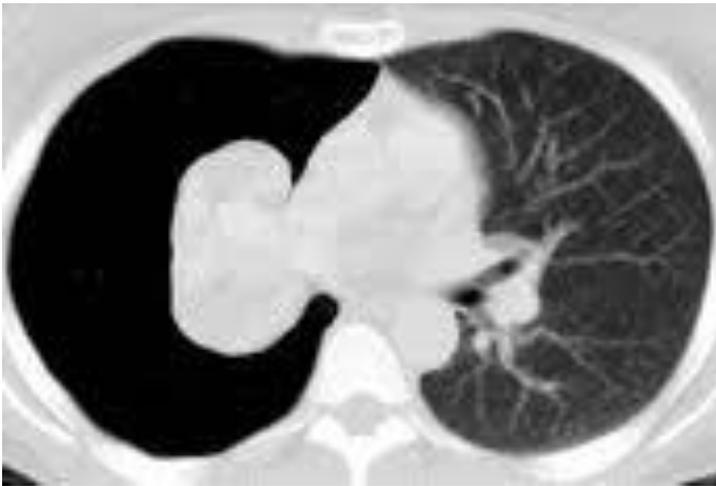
CT eines PTX links mit Totalkollaps des linken Lungenflügels
